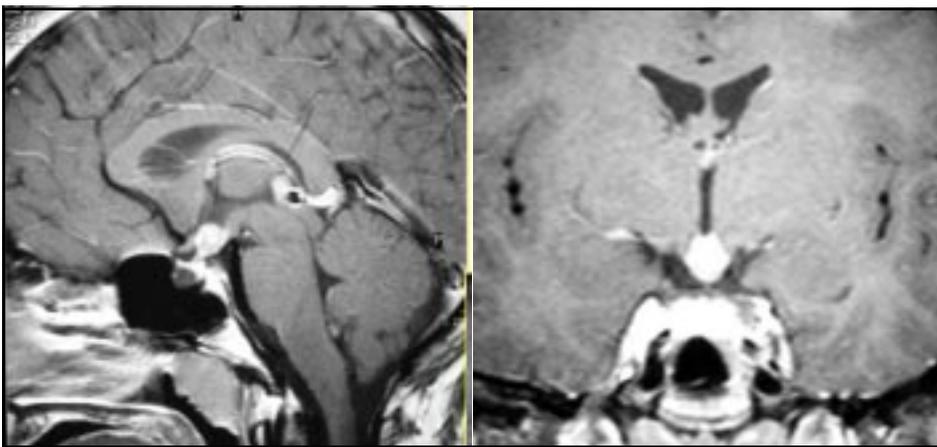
IRM sagital y coronal de uno de los pacientes biopsiados por tumores hipotalámicos.
